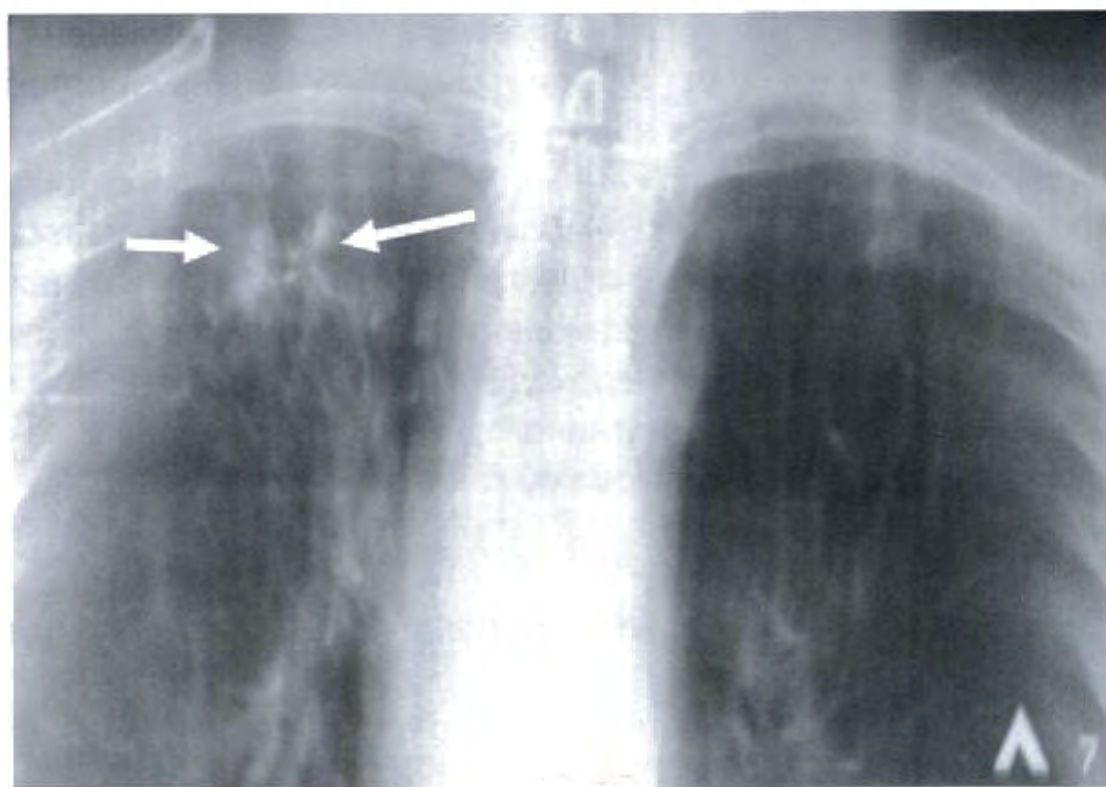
Фиброзные очаги в верхушках обоих лёгких (томограмма).
